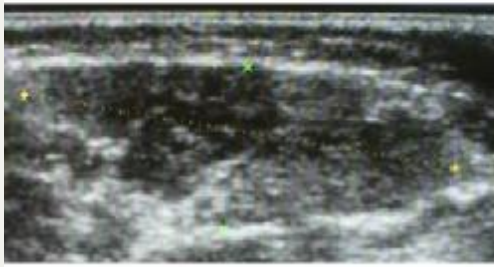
Good response after propranolol therapy. A 10-month-old patient with IHs in the buccal and parotid ear regions. Invasion into the external ear canal was evident. The IHs received a score of 6 after 8 weeks of treatment. Ultrasound control revealed that 50% of the IHs had resolved, with little change to the skin.
